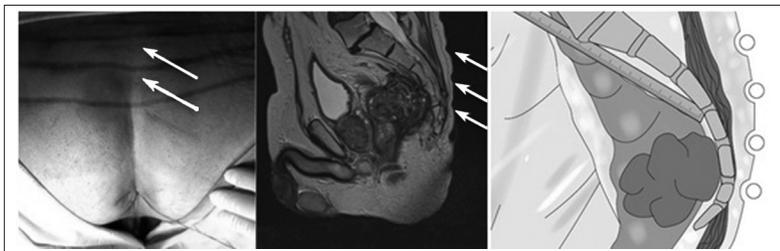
Расчет линии резекции крестца на коже по результатам МРТ. Стрелками показано соответствие между дооперационной внешней разметкой и результатами МРТ.
